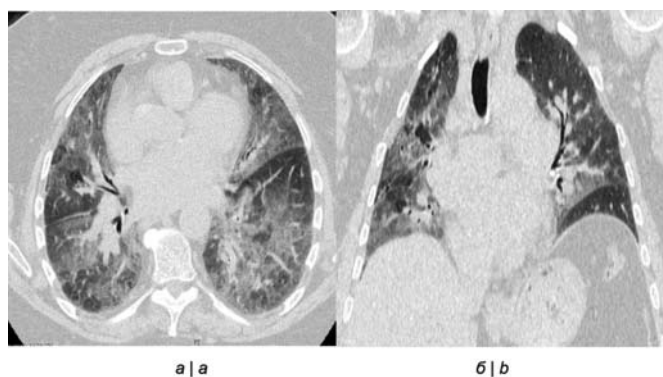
Срезы КТ-томографии легких больной С: а — аксиальный; б — фронтальный
